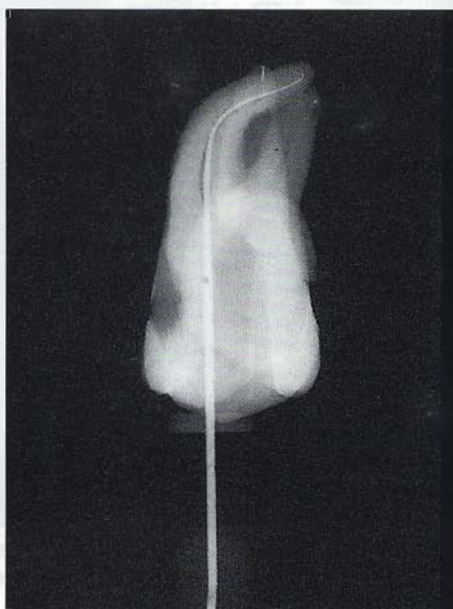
Osservazione radiografica sul tipo di sagomatura ottenuta dopo l'eliminazione delle interferenze al terzo coronale e medio con i Rispisonic e la preparazione del terzo apicale con i Mac File.
